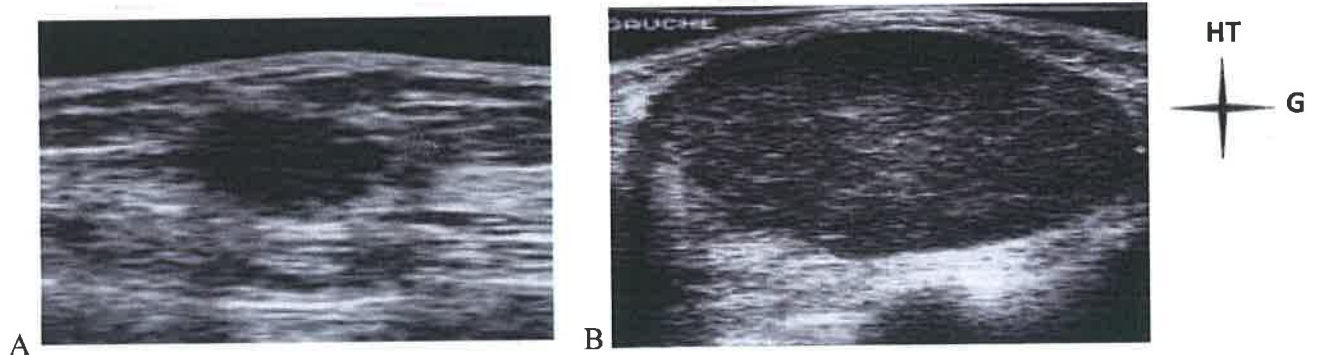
image du cancer du sein à l'échographie
